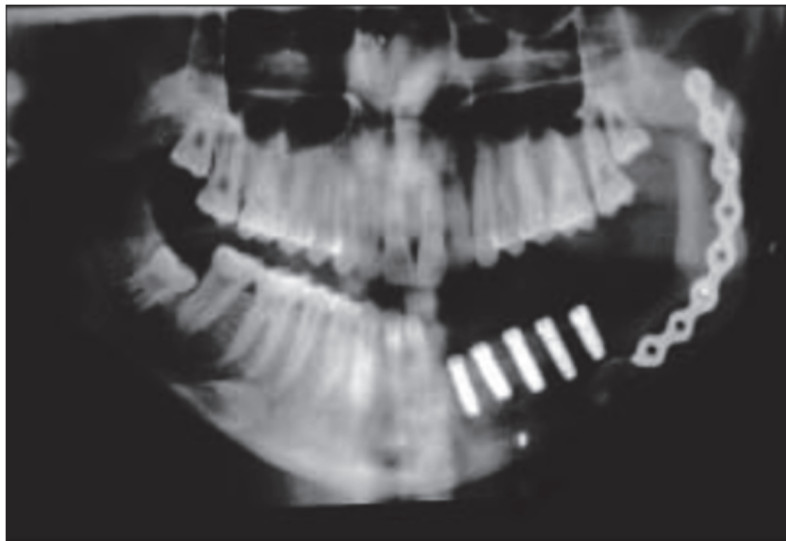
Radiographie panoramique représentant 5 implants mis en place dans le lambeau de fibula ayant subi une distraction osseuse verticale (Marchetti 2002) (45)
